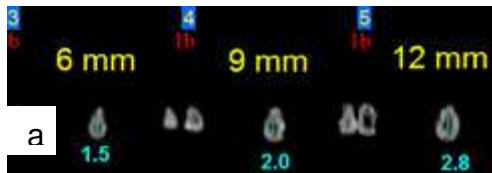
(a) - Tomografia do canal anatômico da amostra 2
